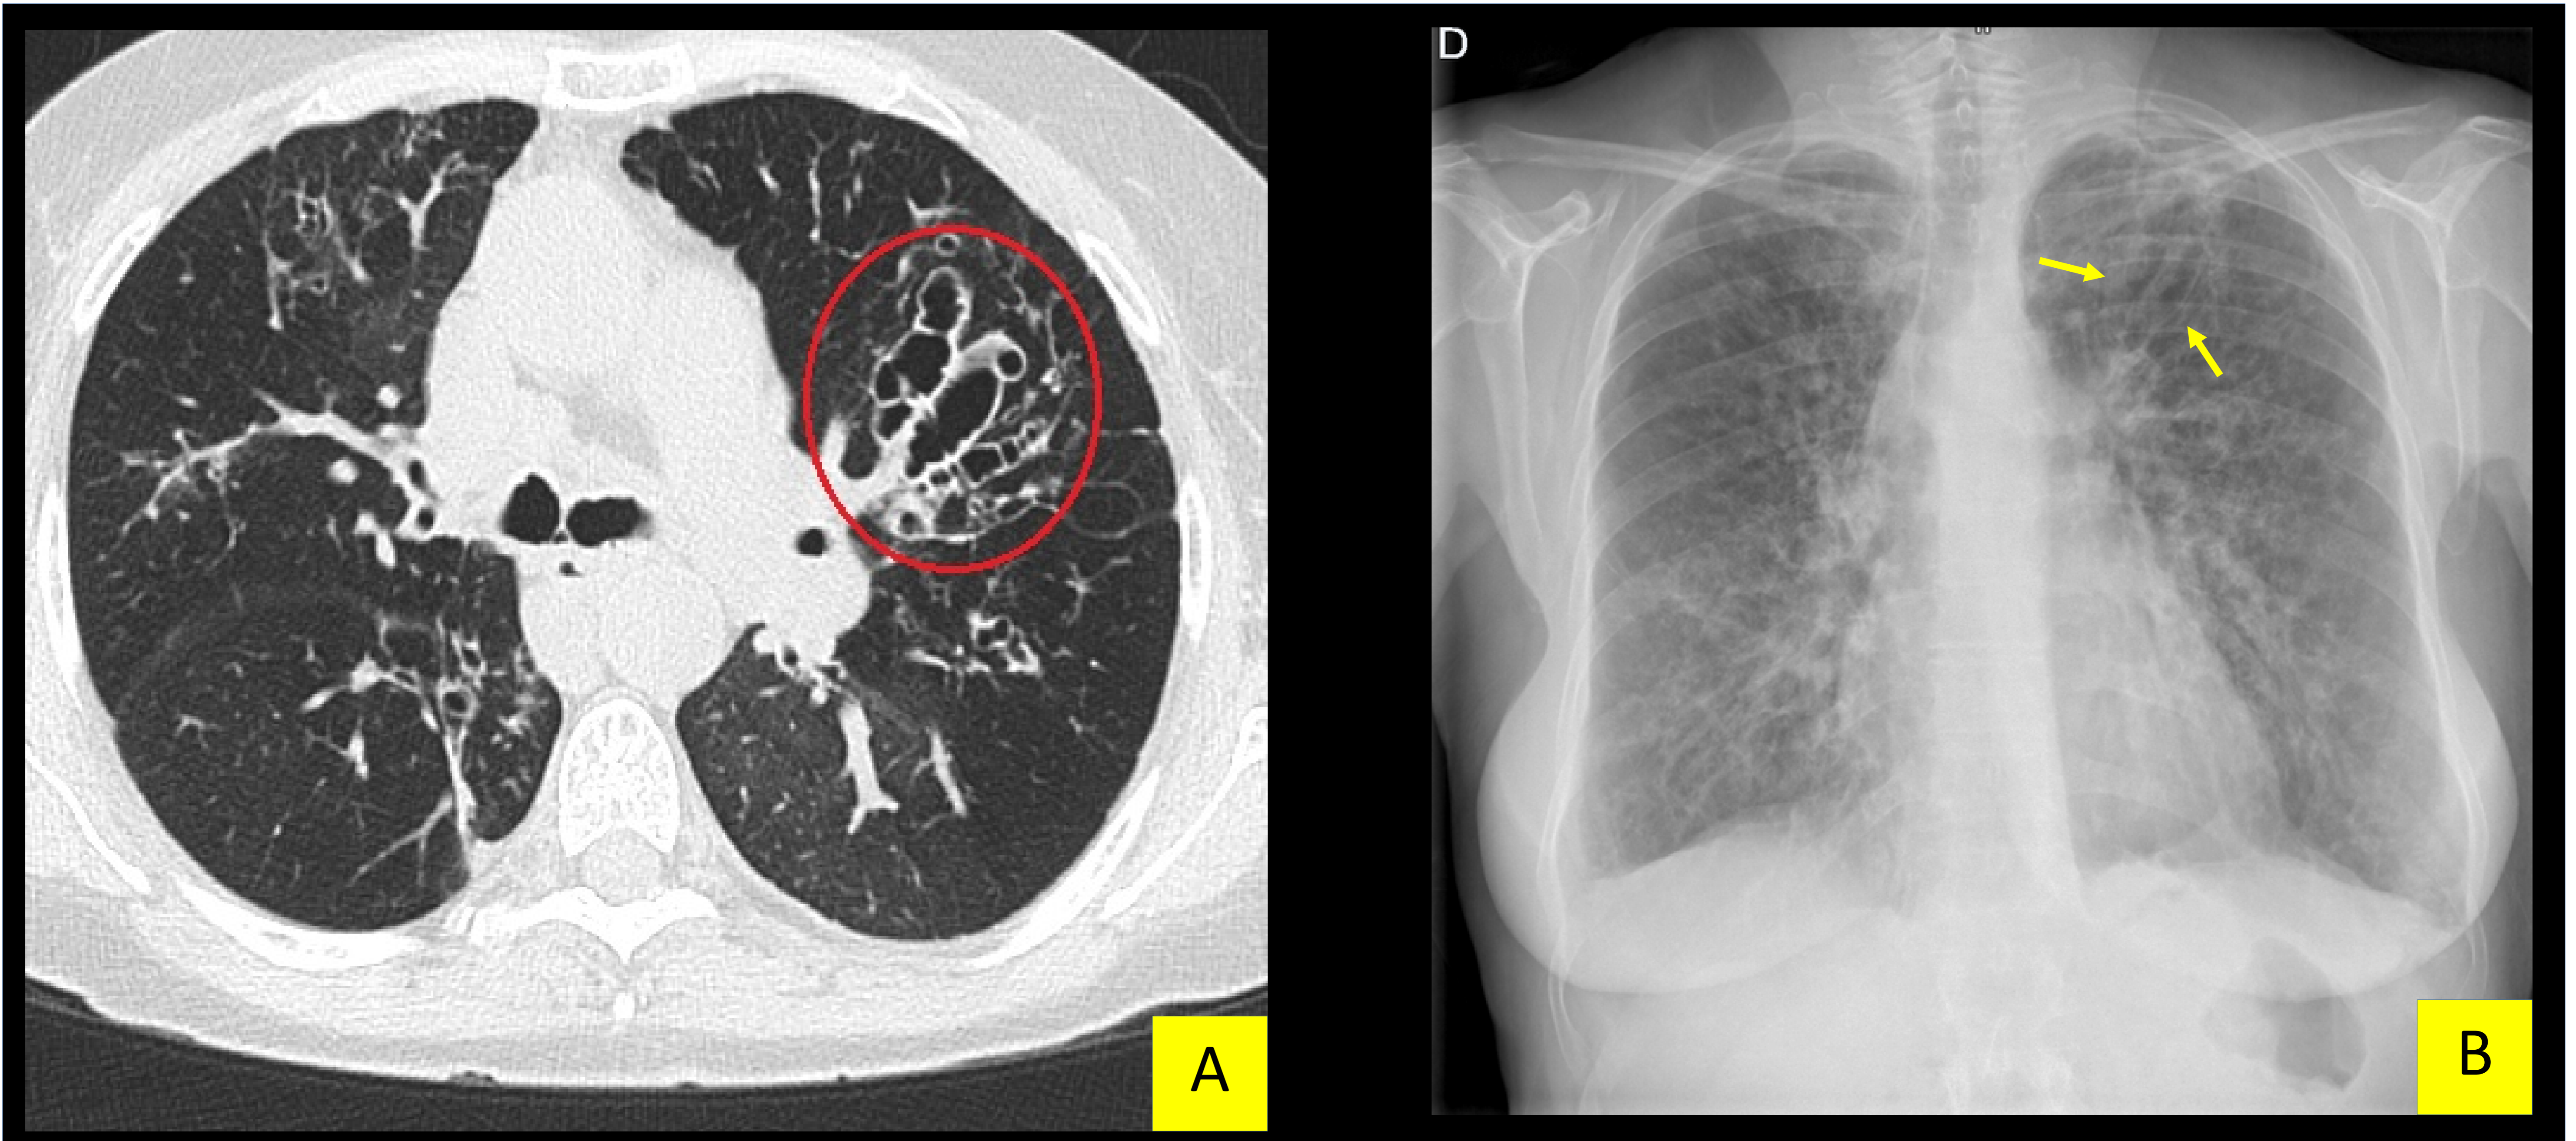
TC torácico con corte axial (A), que presenta bronquiectasias saculares (círculo rojo), centrales y de predominio superior en paciente atópico. En la radiografía de tórax (B) se evidencia las bronquiectasias (flechas amarillas).
